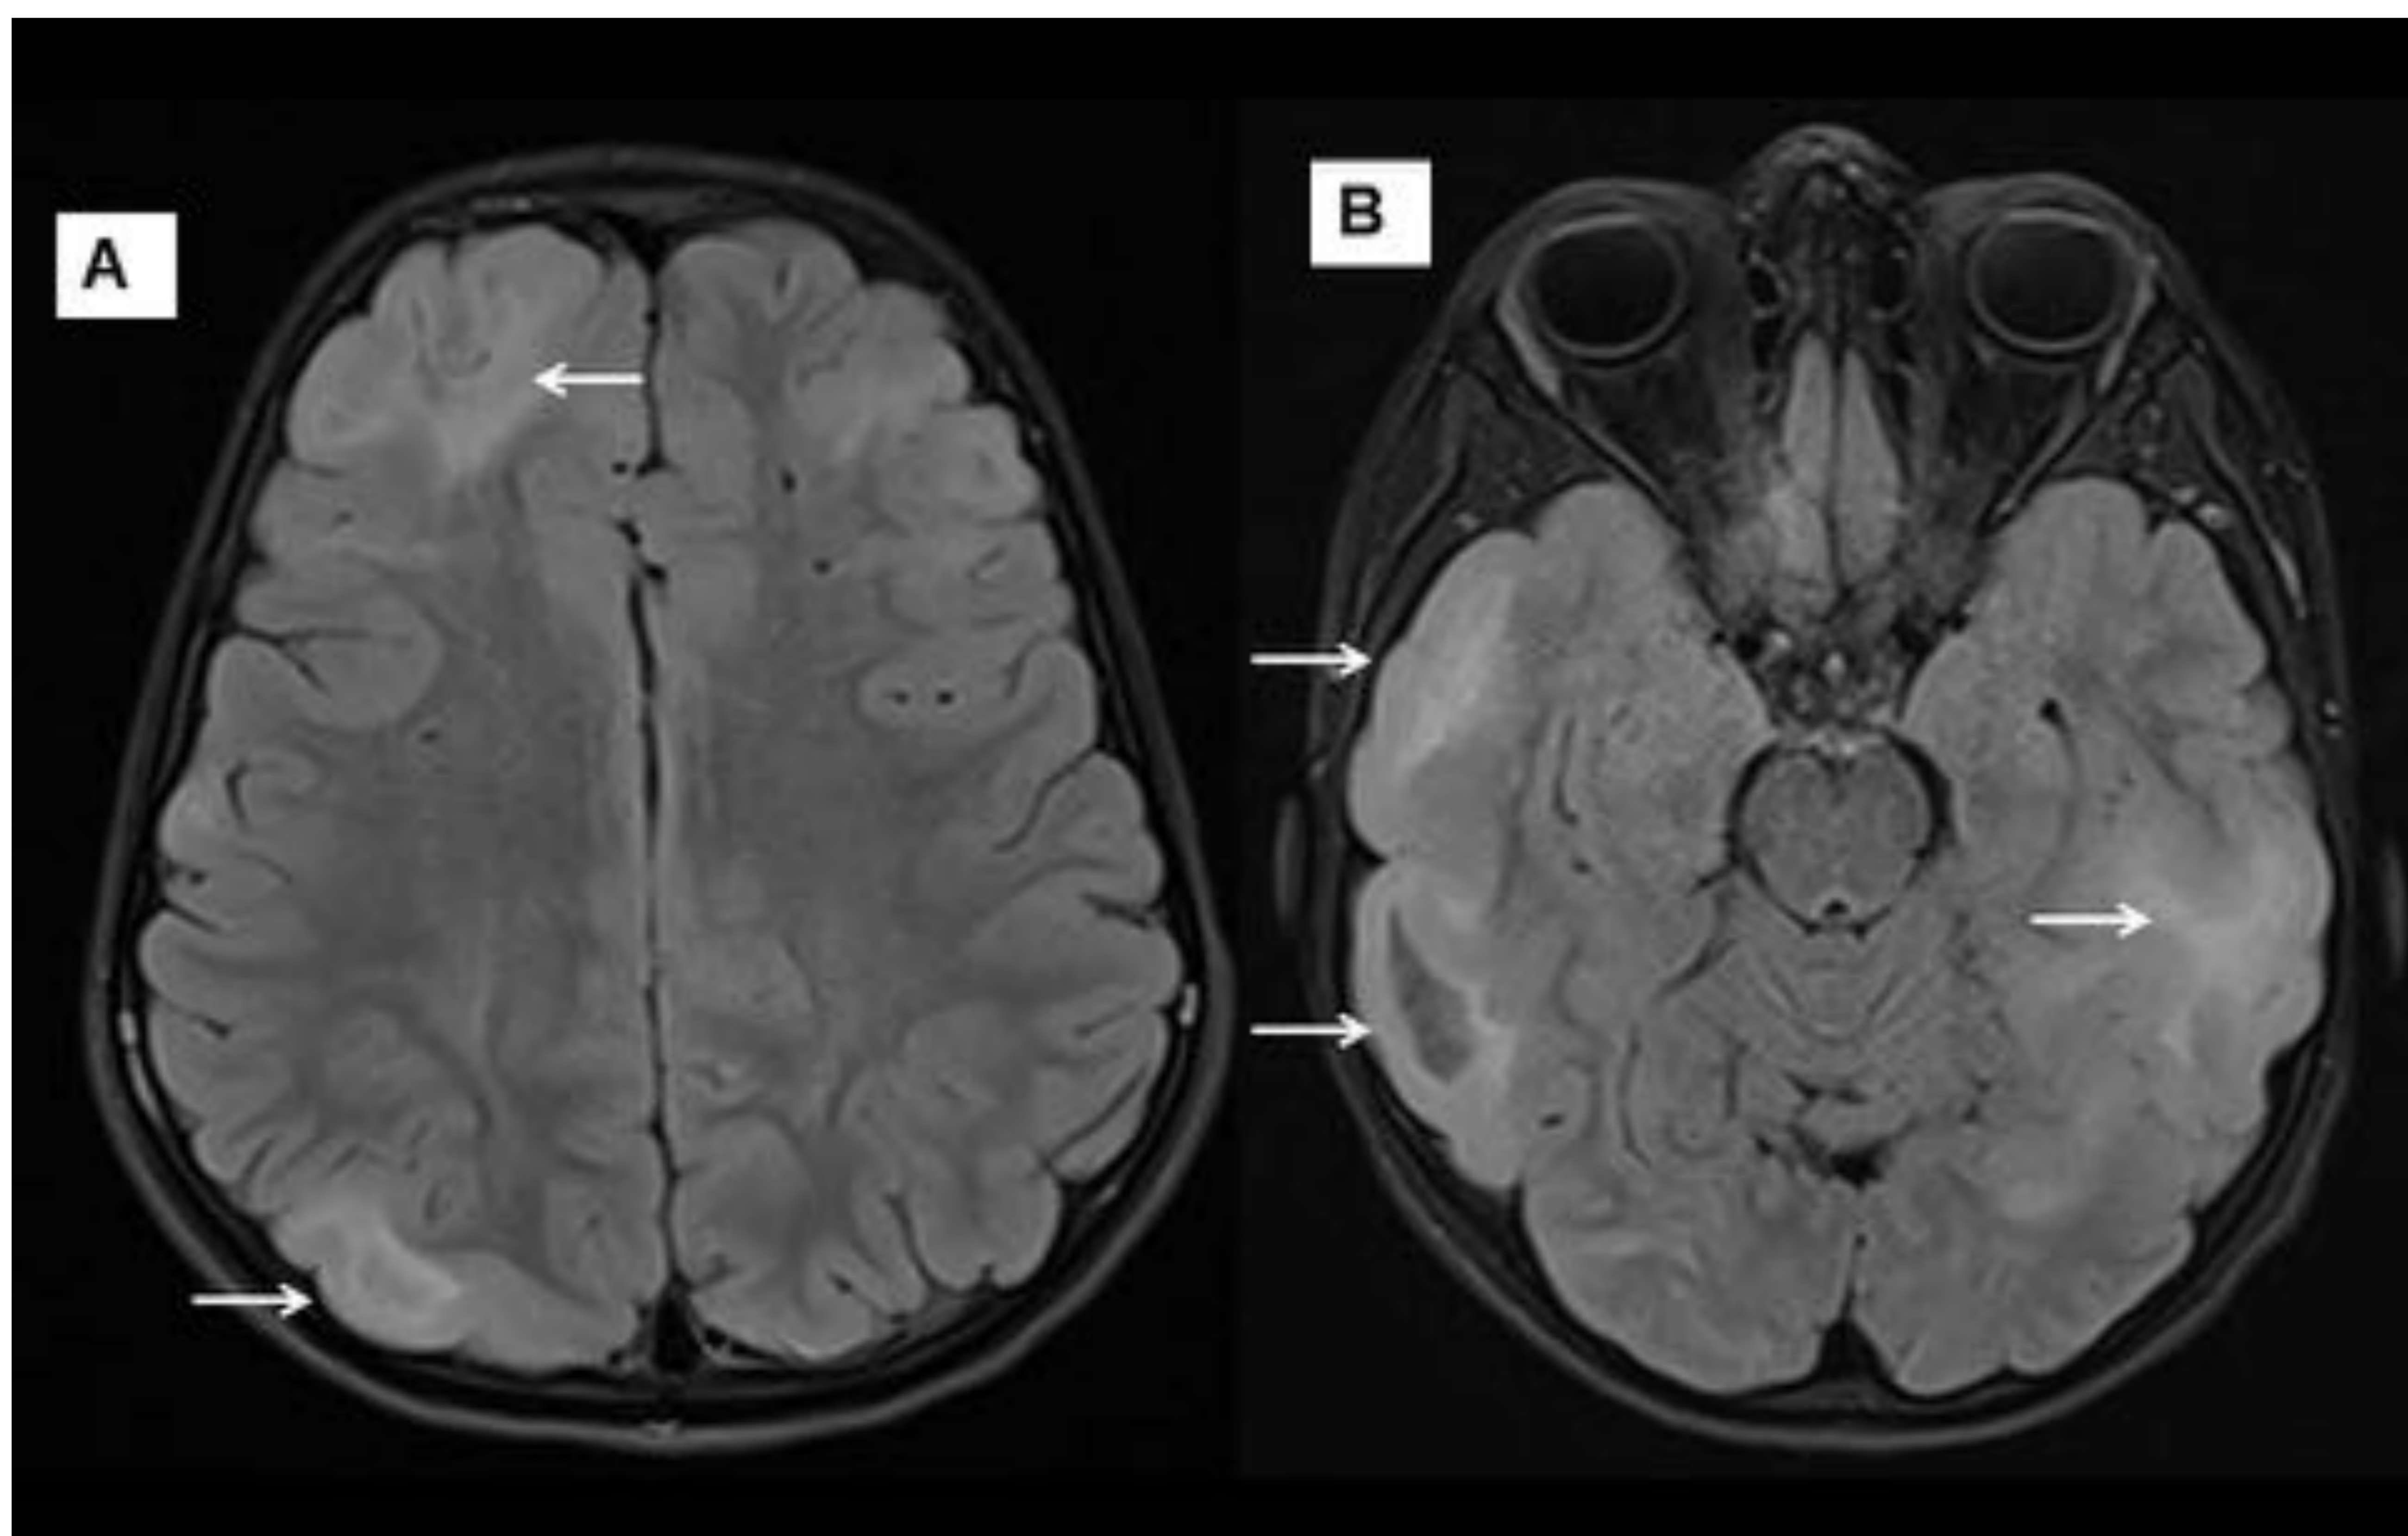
Anterior paciente. RM cerebral secuencias axial FLAIR con lesiones hiperintensas corticales y subcorticales multifocales en relación con tubers corticales y subcorticales.
